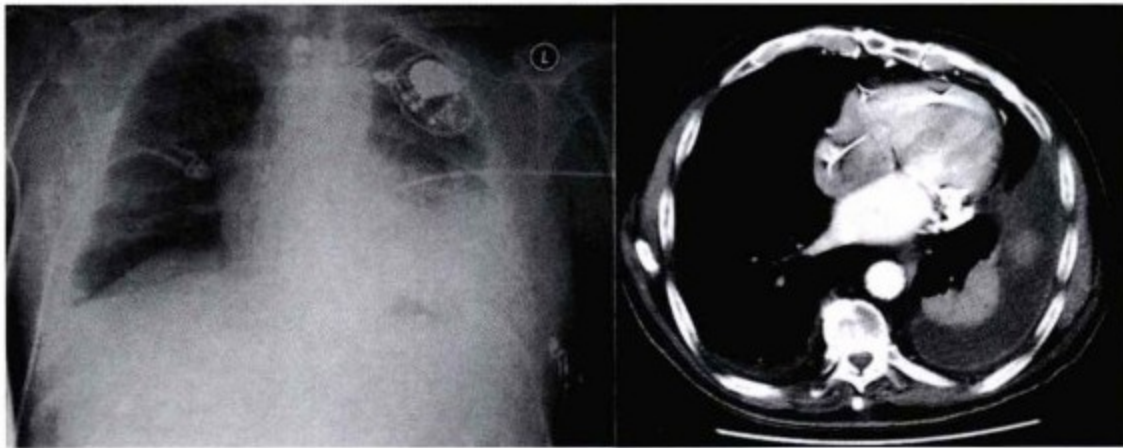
左图:胸片(见起搏器和导线)提示心影增大,左侧胸腔积液,未见钙化。右图:横轴位增强 CT(见起搏导线)提示心影增大,胸腔积液(左侧明显),心尖部钙化、左侧房室沟广泛钙化(注:右心起搏导线造成条状伪影)。
